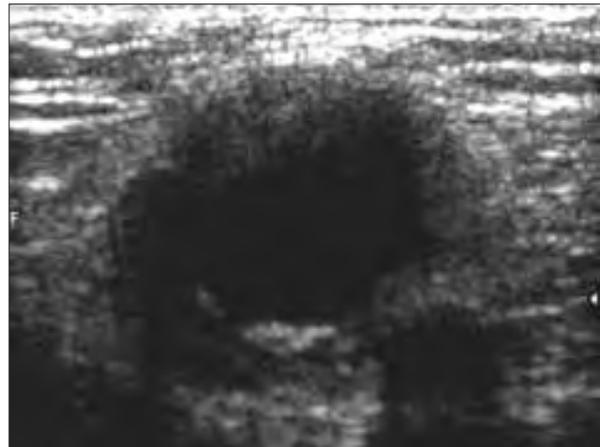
Eco-Doppler de la zona aneurismática.
